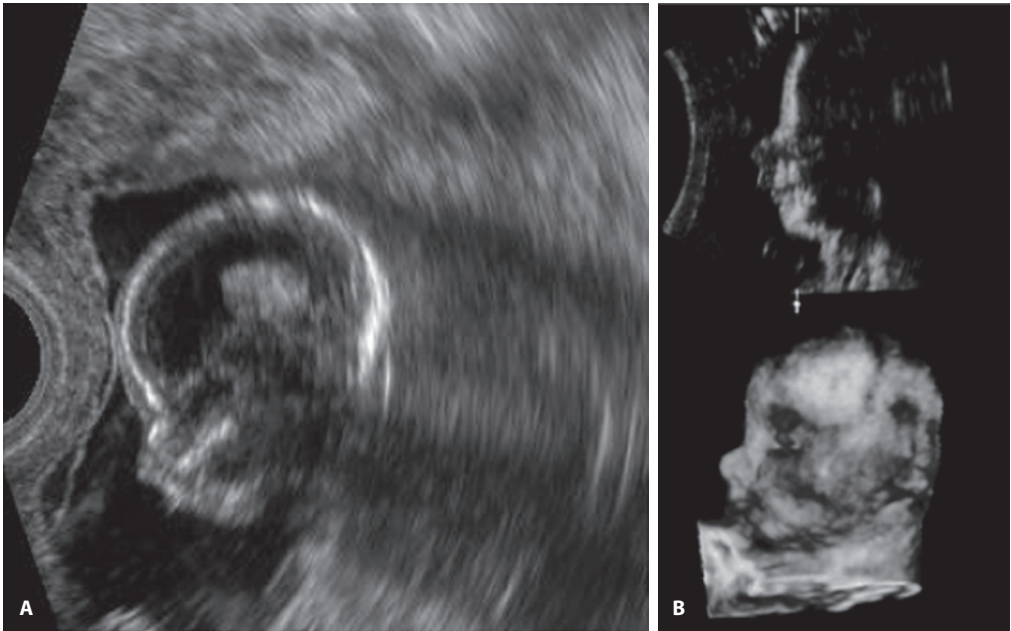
Микрогнатия (А, В), или «срезанный» подбородок, может быть не визуализирована при УЗИ, если не выполнить сканирование лица в сагиттальной проекции. Обнаружение этой аномалии всегда должно побуждать к более подробному изучению анатомии плода, а также к тщательному наблюдению в динамике. При значительной деформации могут возникать дыхательные нарушения. Диагностика микрогнатии не вызывает затруднений при получении трехмерных изображений. (Изображение В [внизу] любезно предоставлено Dr. Deepak Chawla, Дели.)
